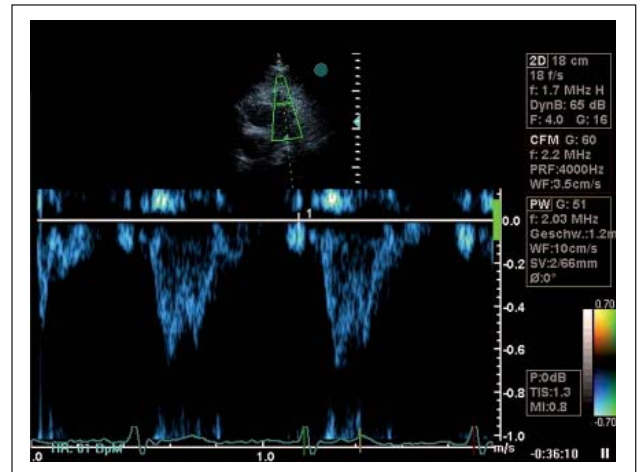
Parasternal kurze Achse: PW-Dopplersignal über der Pulmonalklappe: Verlängerte Präejektionsperiode mit kurzer Akzelerationszeit und mittersystolischer Flußverlangsamung.
